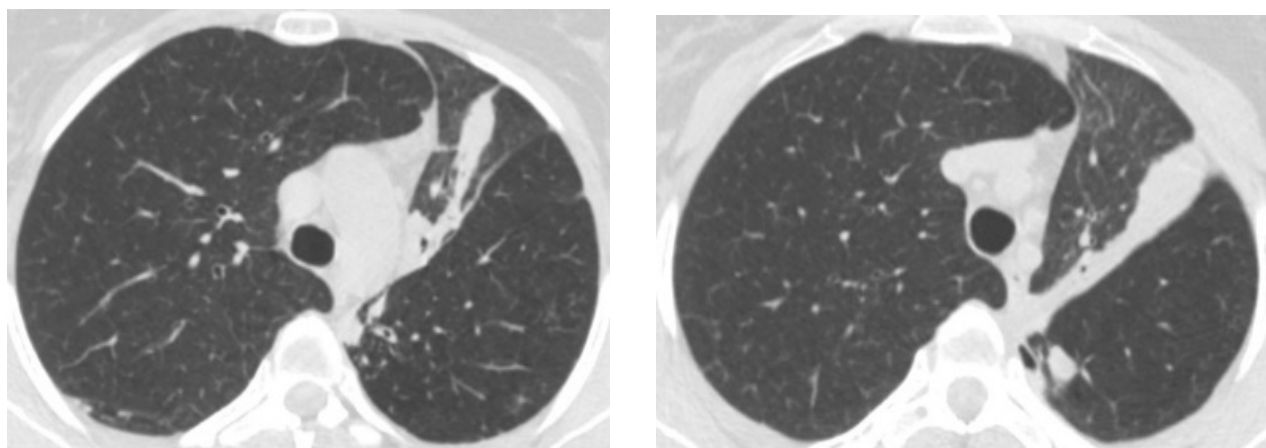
Компьютерная томография ОГК пациентки К. (11.03.2019 г.)
